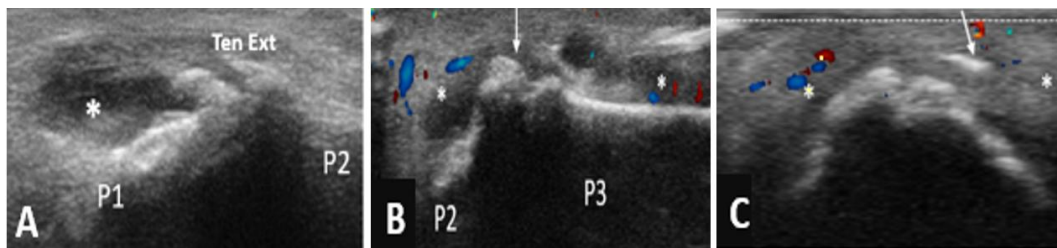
Les lésions échographiques inflammatoires.
